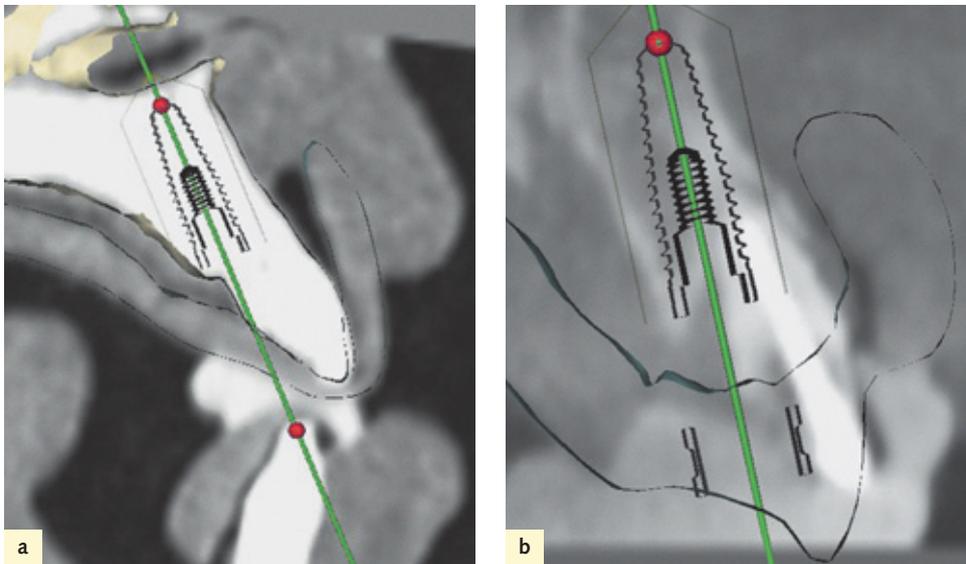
Nichterhaltungswürdiger Zahn mit Fehlstellung. Die einteilige Röntgenschablone gibt keinen Aufschluss darüber, wie das Implantat im Verhältnis zur korrekten Endposition des Zahns zu planen ist (a). Die zweiteilige Schablone ermöglicht eine korrekte Planung des Implantats (b).
